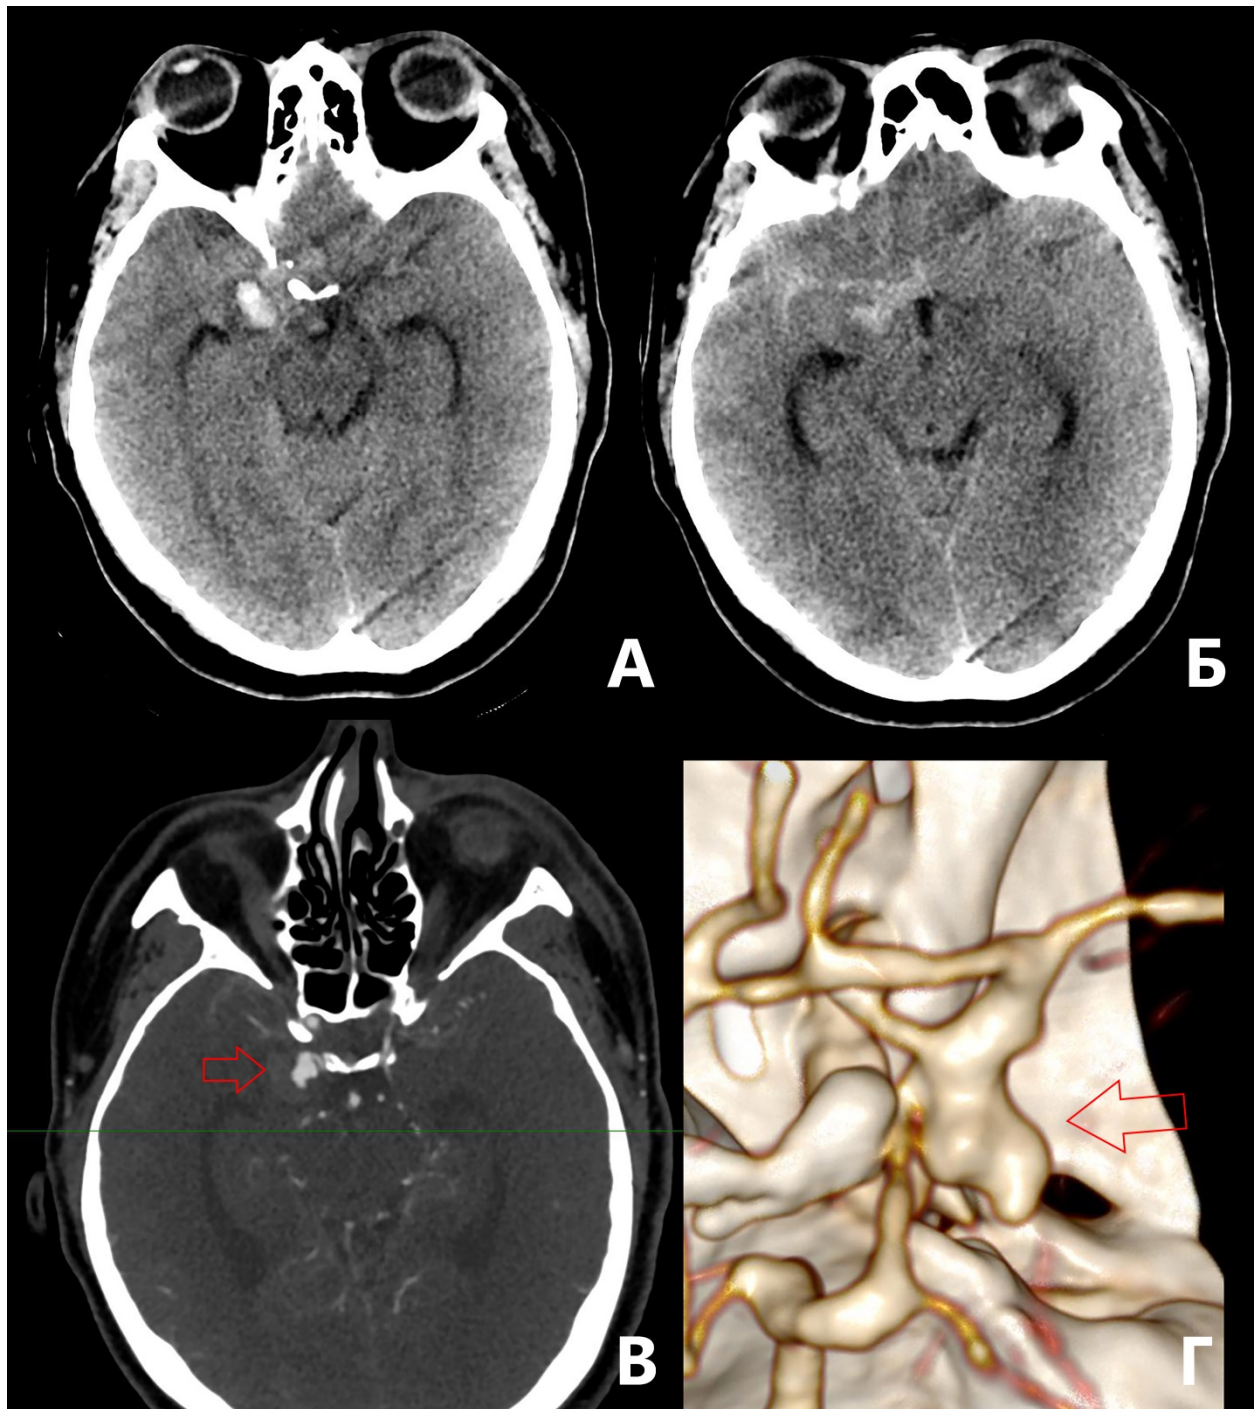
Данные МСКТ-АГ А, Б — признаки САК в области базальных цистерн справа. В, Г — определяется средних размеров аневризма супраклиноидного сегмента правой ВСА, с дивертикулом.
